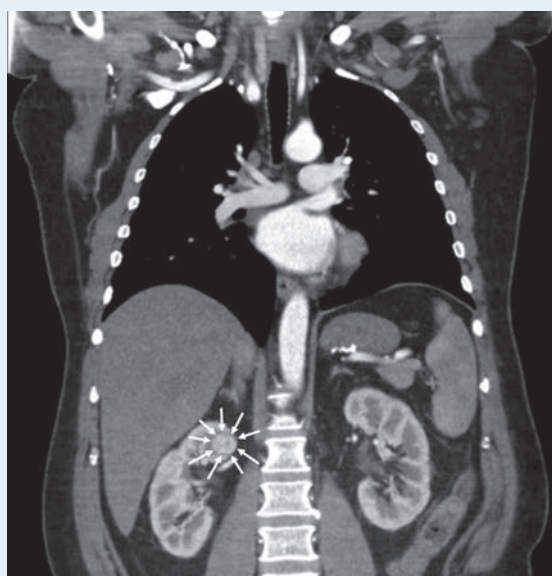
Компьютерная томография в МГОб № 62: стрелочками показана опухоль правой почки
